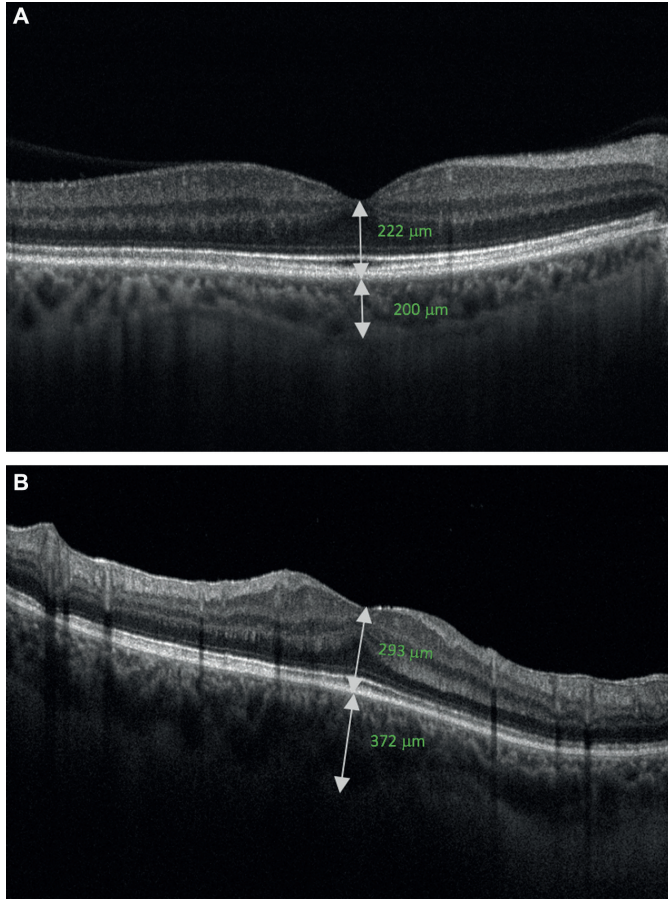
A: Cross sectional image of normal choroid (200 mm) and retina (222 mm), measured with OCT. B: Cross sectional image of thickened choroid (372 mm) and thickened retina (293 mm), measured with OCT. OCT, optical coherence tomography.
